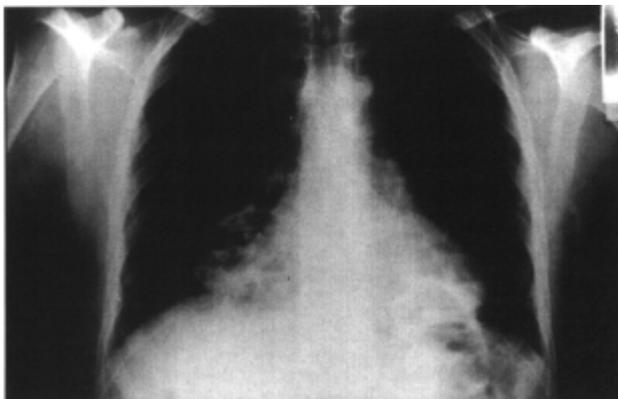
Radiografía de tórax en proyección pósterio-anterior tomada al ingreso en nuestro hospital (72 horas de la inhalación). Se aprecian en ambas bases múltiples lesiones cavitadas con nivel hidro-aéreo.
